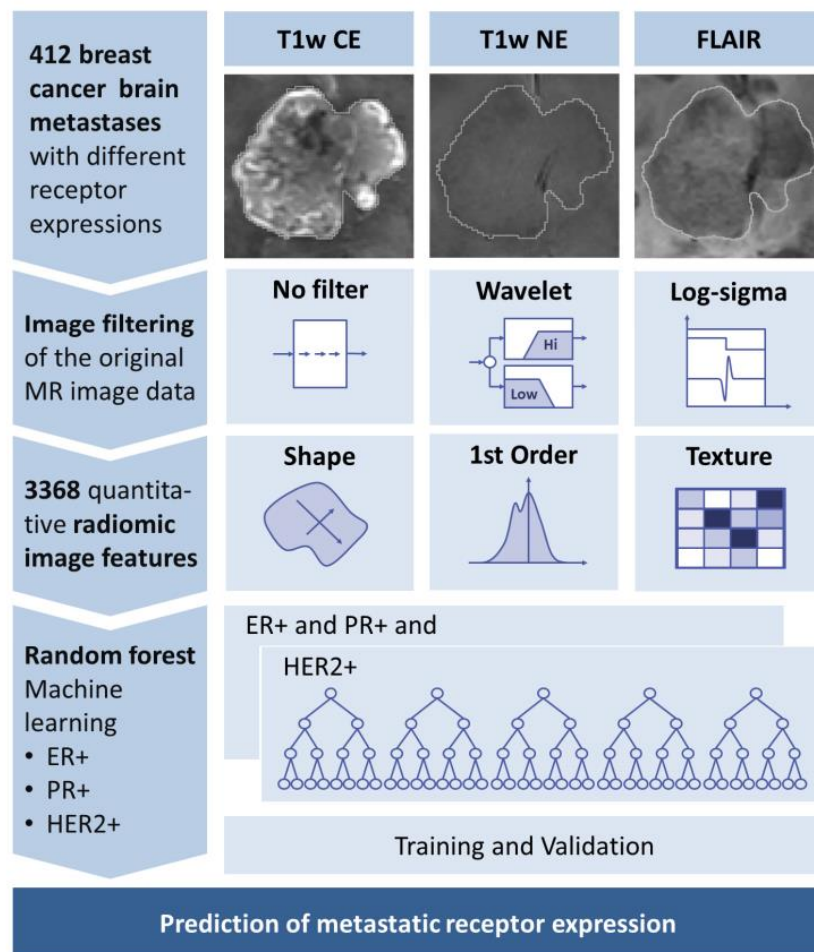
Overview of proposed algorithm for receptor status prediction. T1w CE, contrast-enhanced T1-weighted MR images; T1w NE, non-contrast-enhanced T1-weighted MR images; ER, estrogen receptor; PR, progesterone receptor; HER2, human epidermal growth factor receptor 2.
